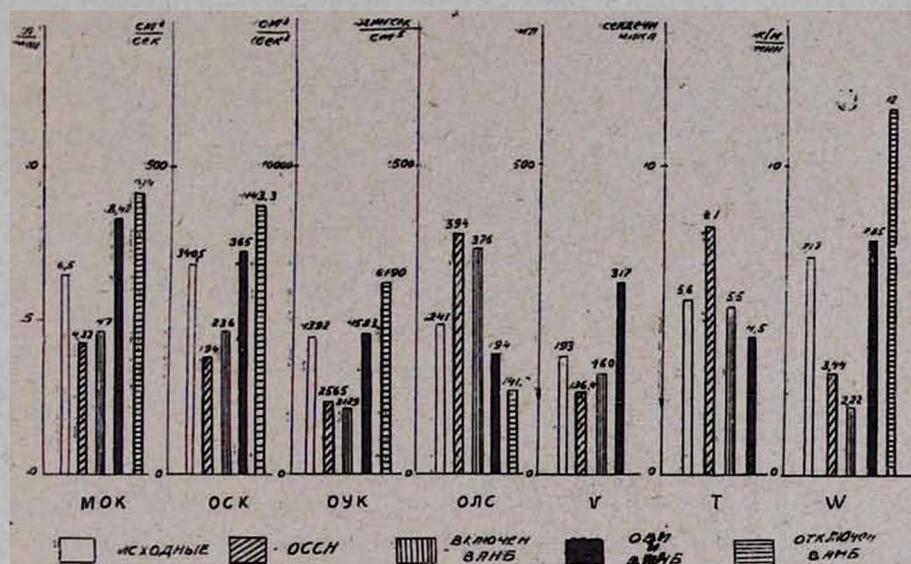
Изменения показателей центральной гемодинамики у животных с экспериментальной острой сердечно-сосудистой недостаточностью при сочетанном использовании ортоградной вспомогательной инфузии и центральной контрпульсации. МОК—минутный объем кровообращения в л/мин; ОСК—объемная скорость кровотока в легочной артерии в см³/сек; ОУК—объемное ускорение кровотока в легочной артерии в см³/сек²; ОЛС—общее легочное сопротивление в дин.сек.см⁻⁵; W—внешняя работа левого желудочка сердца в кГм/мин; V—объем крови, проходящей через правое сердце в мл, T—среднее время движения крови через правое сердце в сердечных циклах; ОССН—острая сердечно-сосудистая недостаточность; ОВИ—ортоградная вспомогательная инфузия; ВАНБ—внутриаортальный насос—баллончик.
